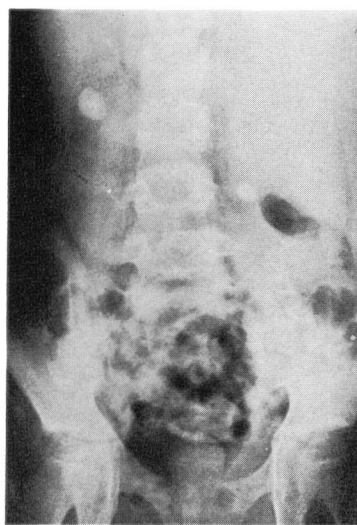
Abdominal plain film, showing bilateral renal calculi.
